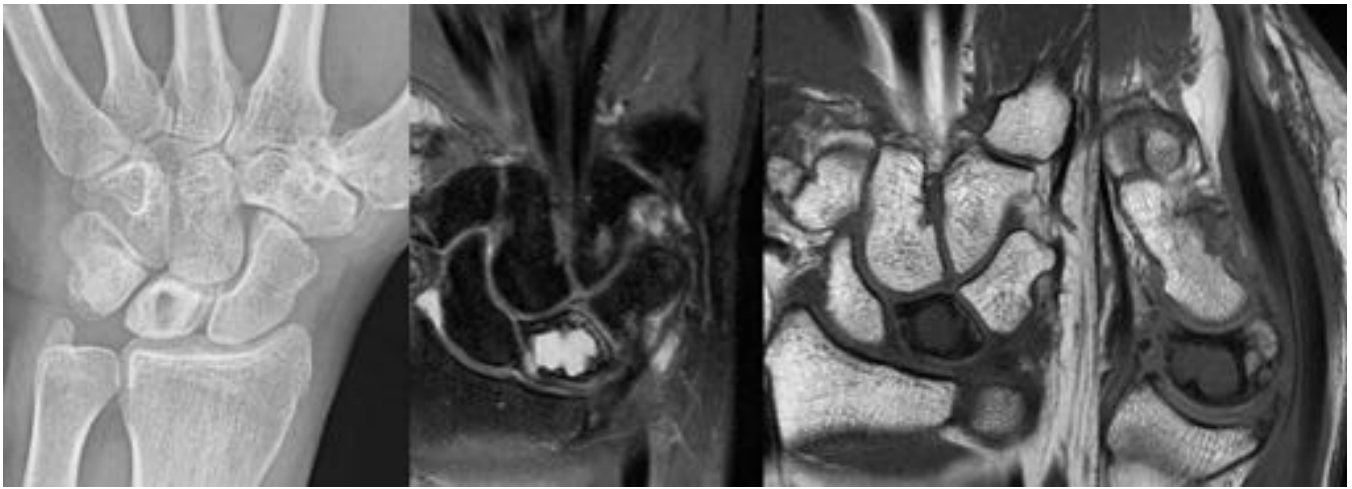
Kienböck estadio II: En radiografía simple, área radioluciente en el interior del semilunar con boro escleroso. En RM hipointensidad en T1 y presencia de quiste intraóseo sin alteración de la morfología
